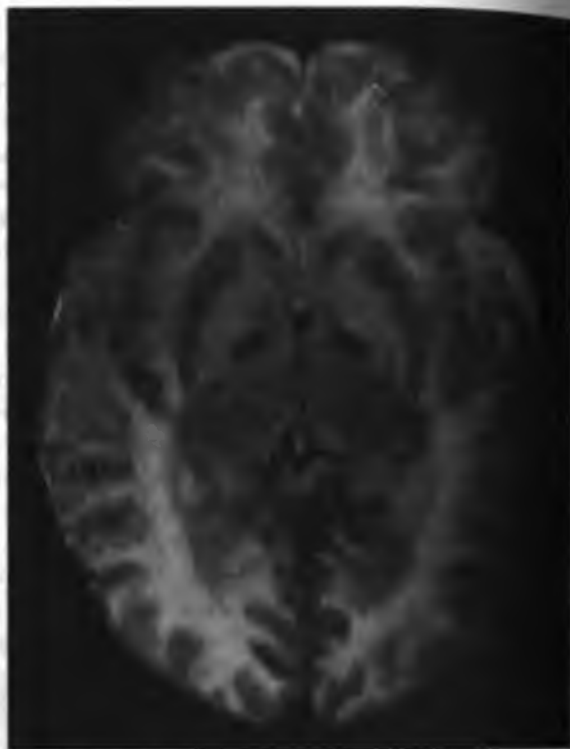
Т-взвешенная МРТ (аксиальная проекция) 2-летнего ребенка с болезнью Канавана. Видно обширное утолщение белого вещества головного мозга
